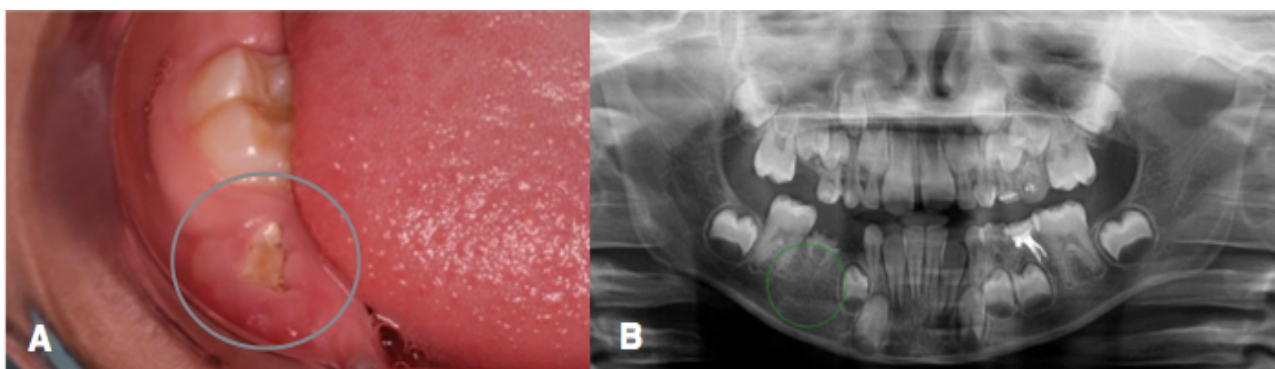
A) Aspecto clínico após 18 meses da marsupialização mostrando a unidade 45 em erupção e regressão do aumento de volume no fundo de vestibulo. B) Radiografia panorâmica com 24 meses de pós-operatório evidenciando neoformação óssea e ausência de recidiva.
